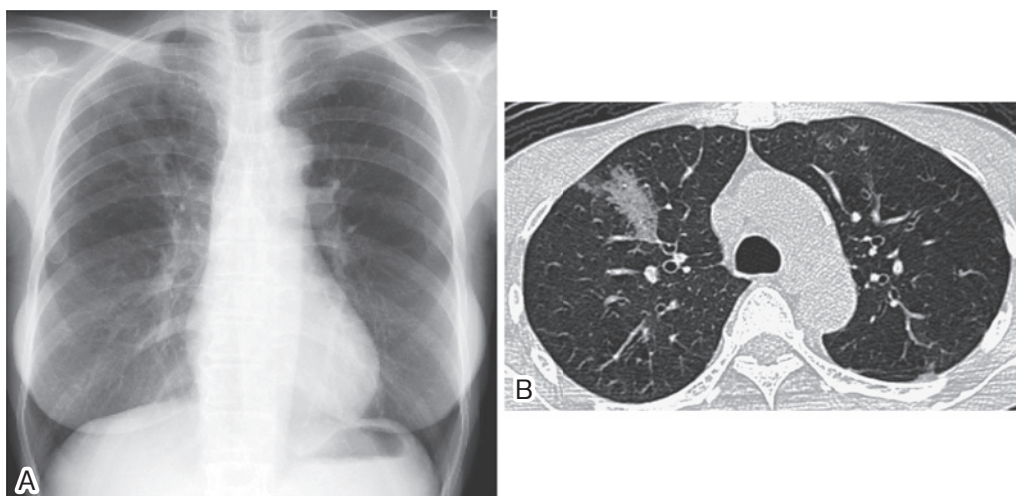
A. A chest X-ray film on admission day showing hyperinflation in both lungs. B. HRCT showing ground-glass opacity and mosaic perfusion in the right upper lobe.
